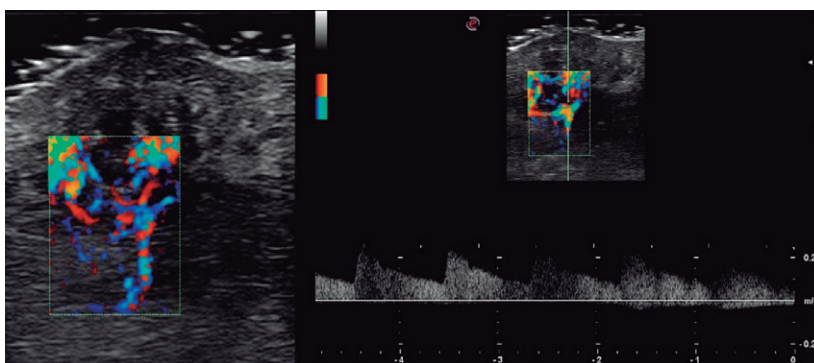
Vasos nutrientes de la lesión, visibles en modo *power* Doppler, desde la arteria labial superior (tramo horizontal inferior en la imagen izquierda). En modo Doppler pulsado (imagen derecha), se objetiva una señal pulsátil rápida (flujo arterial) de más de 20 cm/s.
